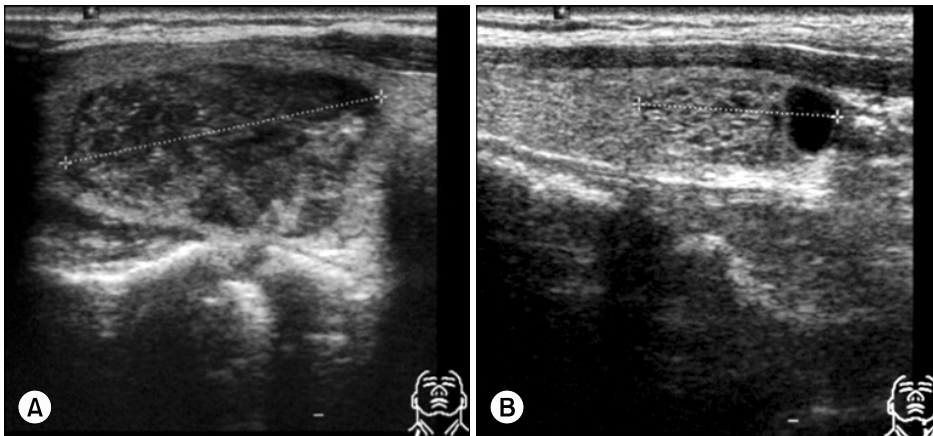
Case 1. Ultrasonography feature of 48-year-old women. Transverse and longitudinal sonogram shows a 2.8 cm solid, cystic and heterogeneous mass in right lobe of thyroid (A). Transverse and longitudinal sonogram show a 1.7 cm solid, cystic and well defined heterogeneous mass in left lobe of thyroid. Fine needle aspiration was done two mass.
